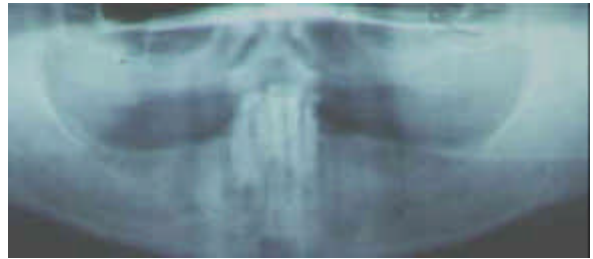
Radiografía panorámica que muestra el caso descrito.
